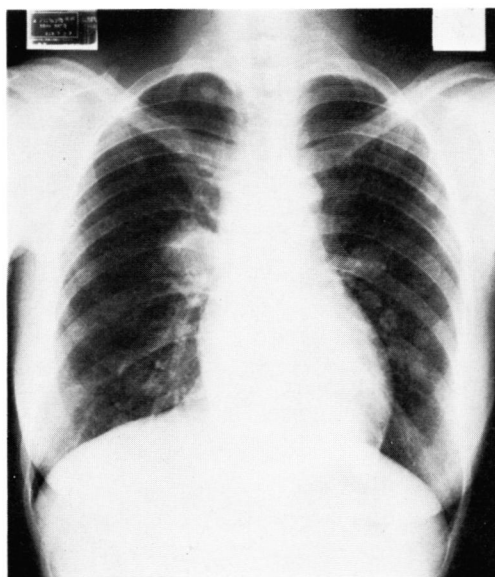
Chest X-ray showing multiple pulmonary metastasis.
